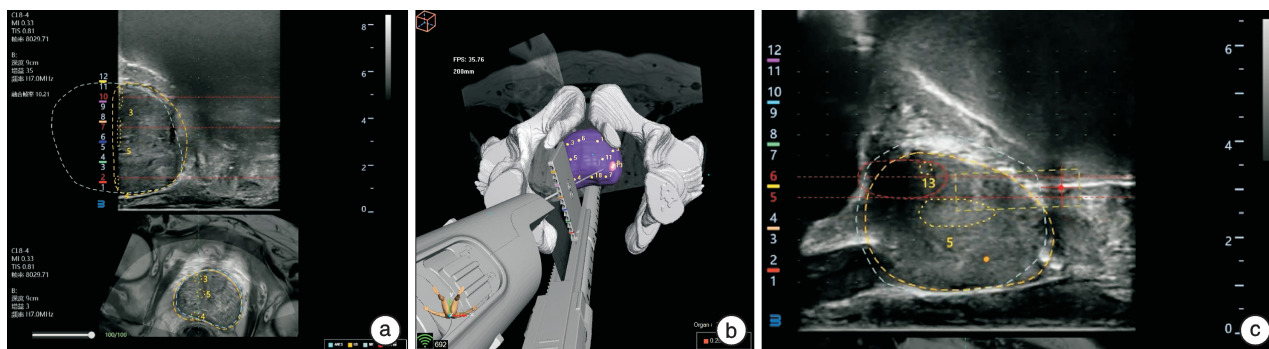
MRI-TRUS 引导下的前列腺穿刺活检
